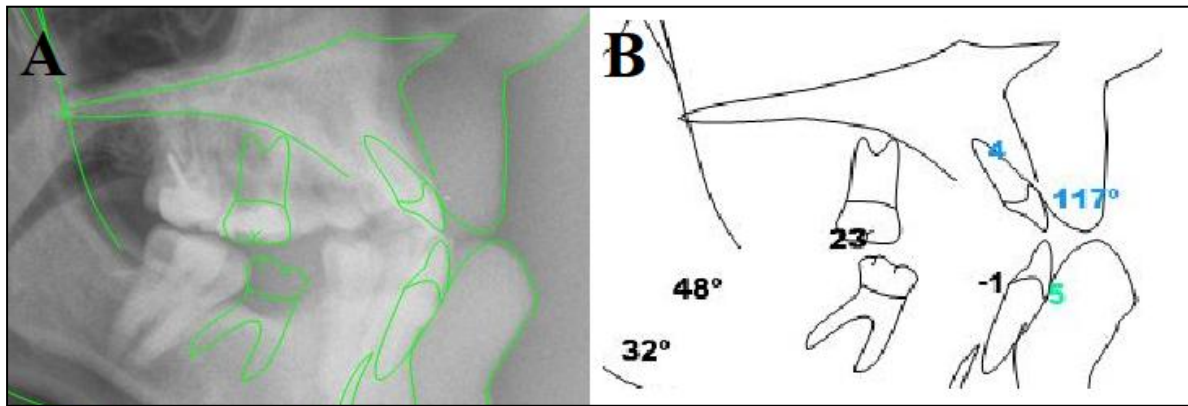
Caso 9 inicial. Telerradiografía lateral de cráneo (A) y trazado cefalométrico (B). No es real el trazado del molar inferior, que está ausente.
